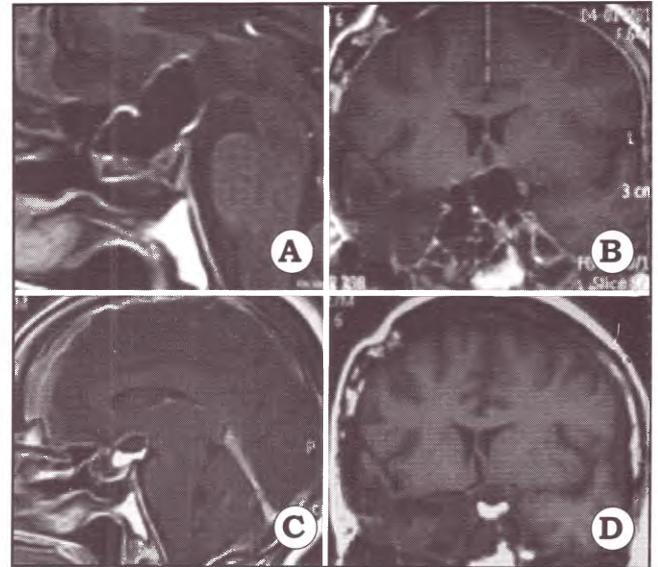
A y B. Cortes sagital y coronal de IRM en secuencia T1 con contraste que señala un pneumoencefalo a tensión localizado únicamente en las regiones selar y suprasellar. C y D. Cortes sagital y coronal que evidencian la resolución completa del mismo.
